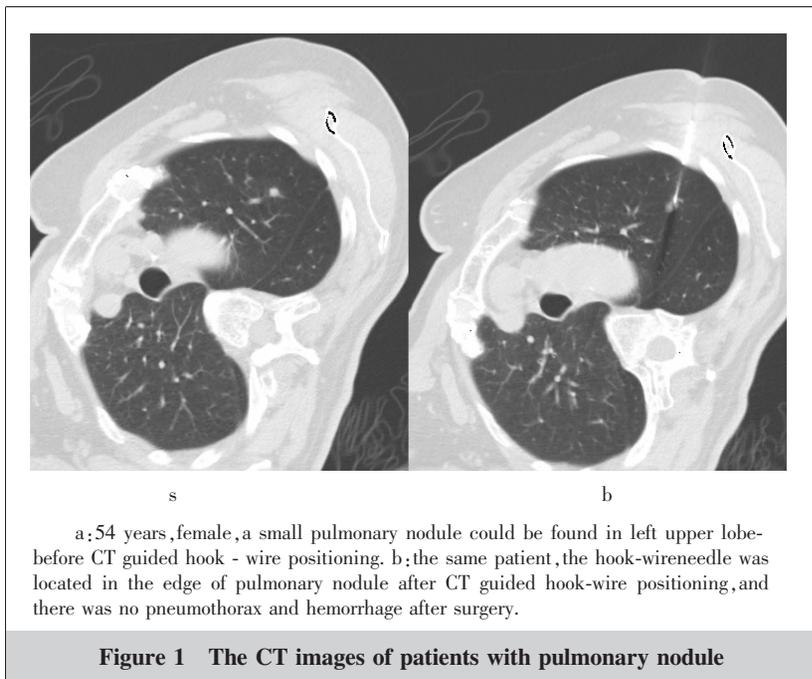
The CT images of patients with pulmonary nodule
